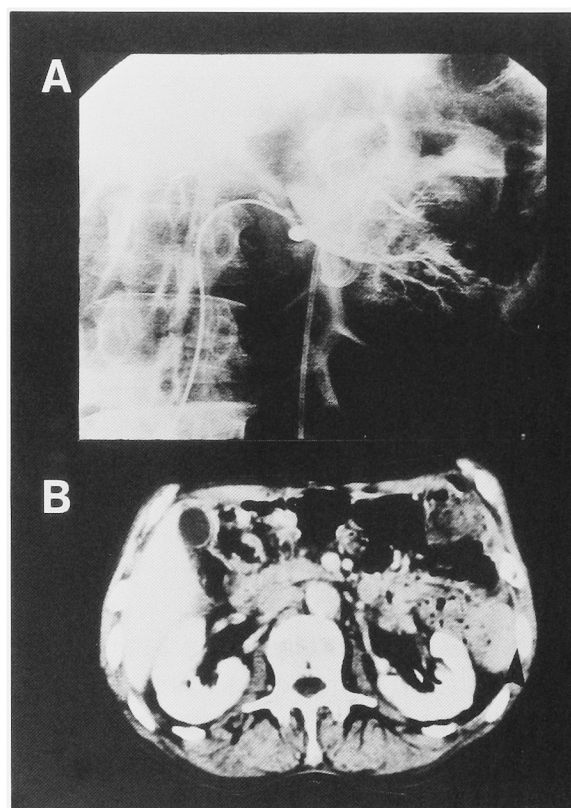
A: After the treatment, the left main renal artery is recanalized but small embolus migrates to the peripheral artery. B: One month after the treatment, CT reveals recovery of the left renal function.
